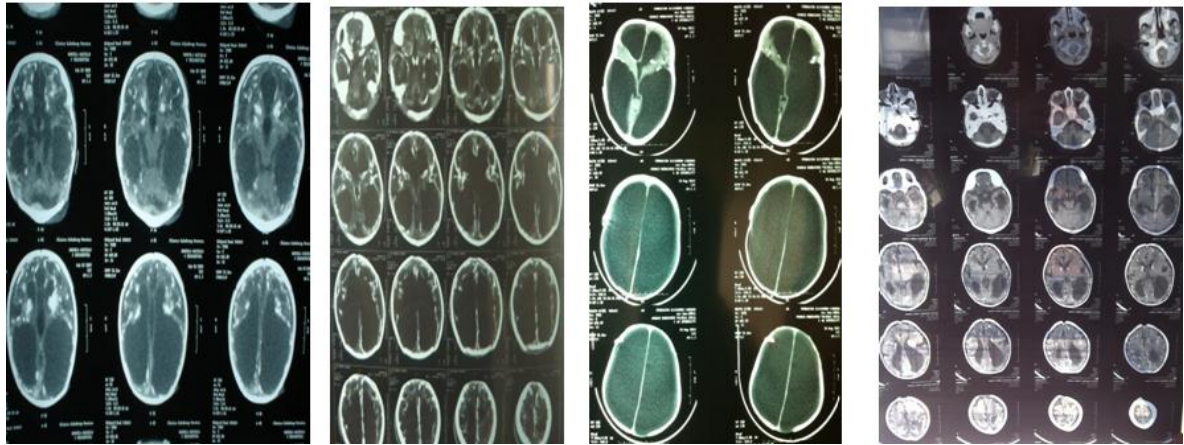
Tomografía cerebral de niños con TC, sin tratamiento prenatal.
